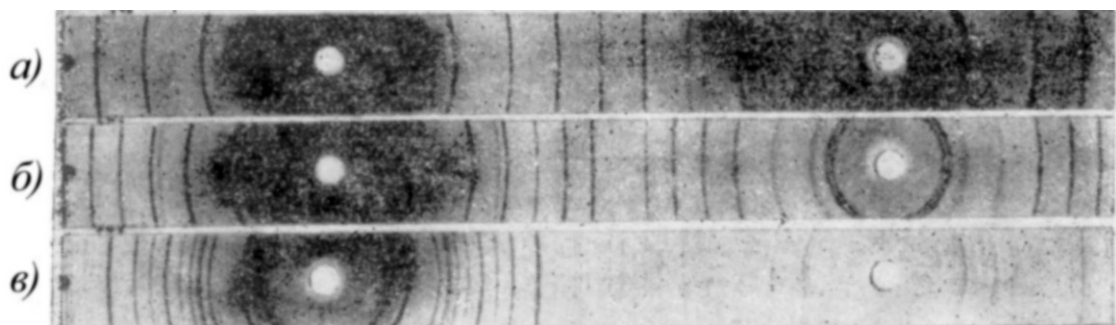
Картины дифракции рентгеновских лучей на пленках, экспонированных в порошковой камере. Использовалось излучение К-линии Си: а — металлический вольфрам; б — NaCl; в — кварц
